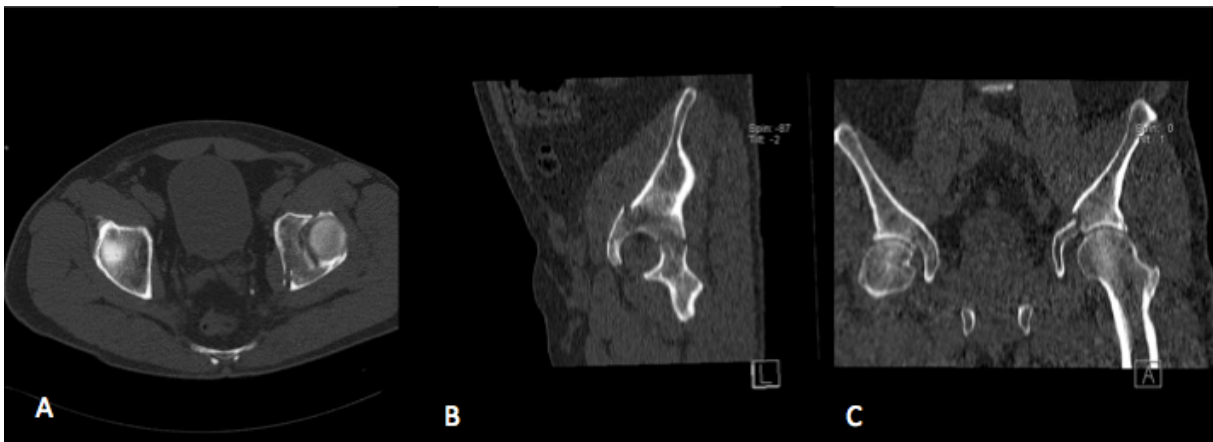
pre-operative CT scan for case 1 (transverse + posterior wall fracture). Axial view (A), sagittal view (B) and coronal view (C).
